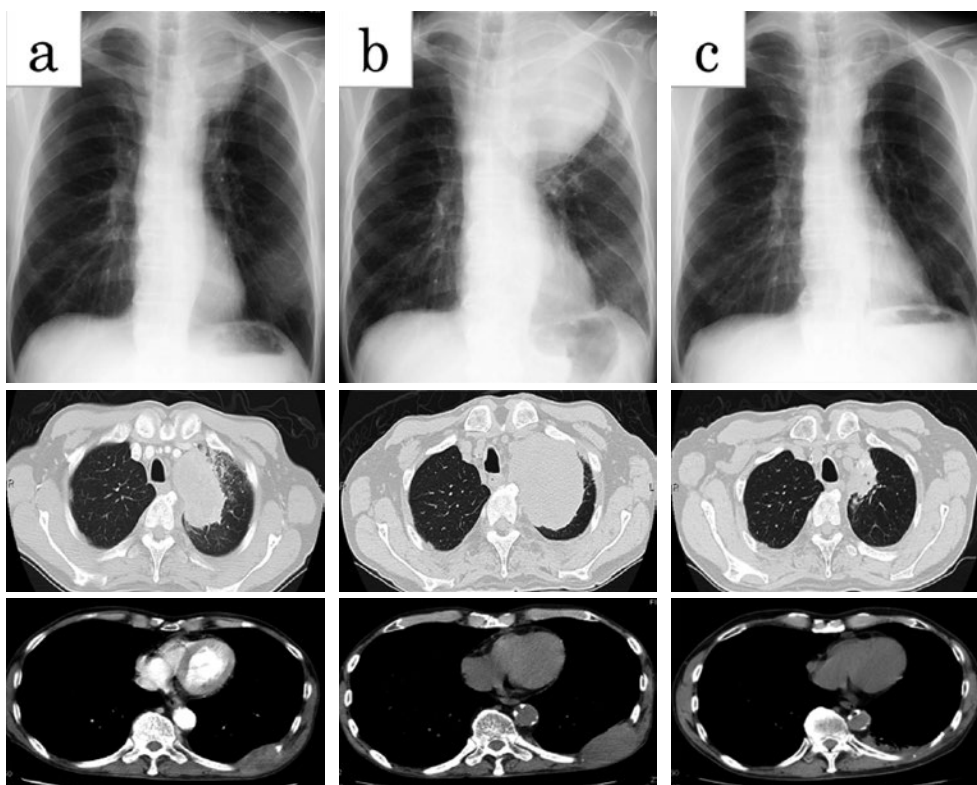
胸部X線写真およびCT所見. (a) X年12月：初診時. X線写真にて左肺尖部腫瘍影を認め、CTにて左肺尖腫瘍および左第9肋骨腫瘍を認める. (b) X+1年9月：ZOL開始時. X線写真、CTともに左肺尖原発巣、肋骨転移巣の増大を認める. (c) X+2年5月：ZOL 22回投与後. 原発巣、転移巣ともに著明な縮小あり. 肋骨転移巣周囲には軽微な放射線肺炎も認める.
